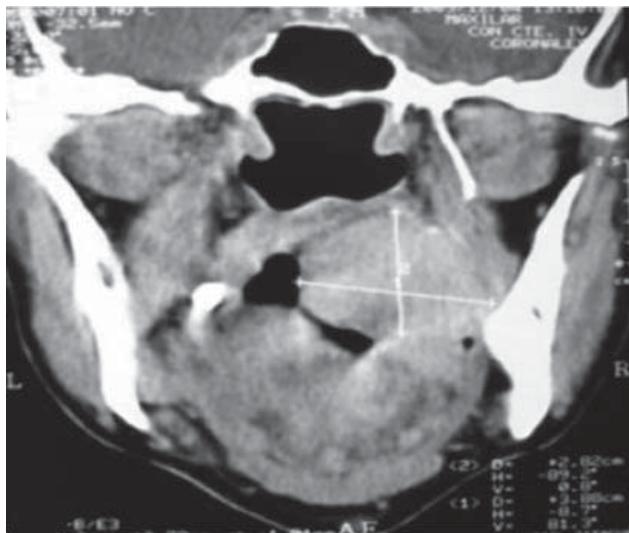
Corte coronal en una tomografía axial computarizada (CT), en la que se observa imagen radiodensa en la cara interna mandibular, que sauceriza estructuras óseas.
